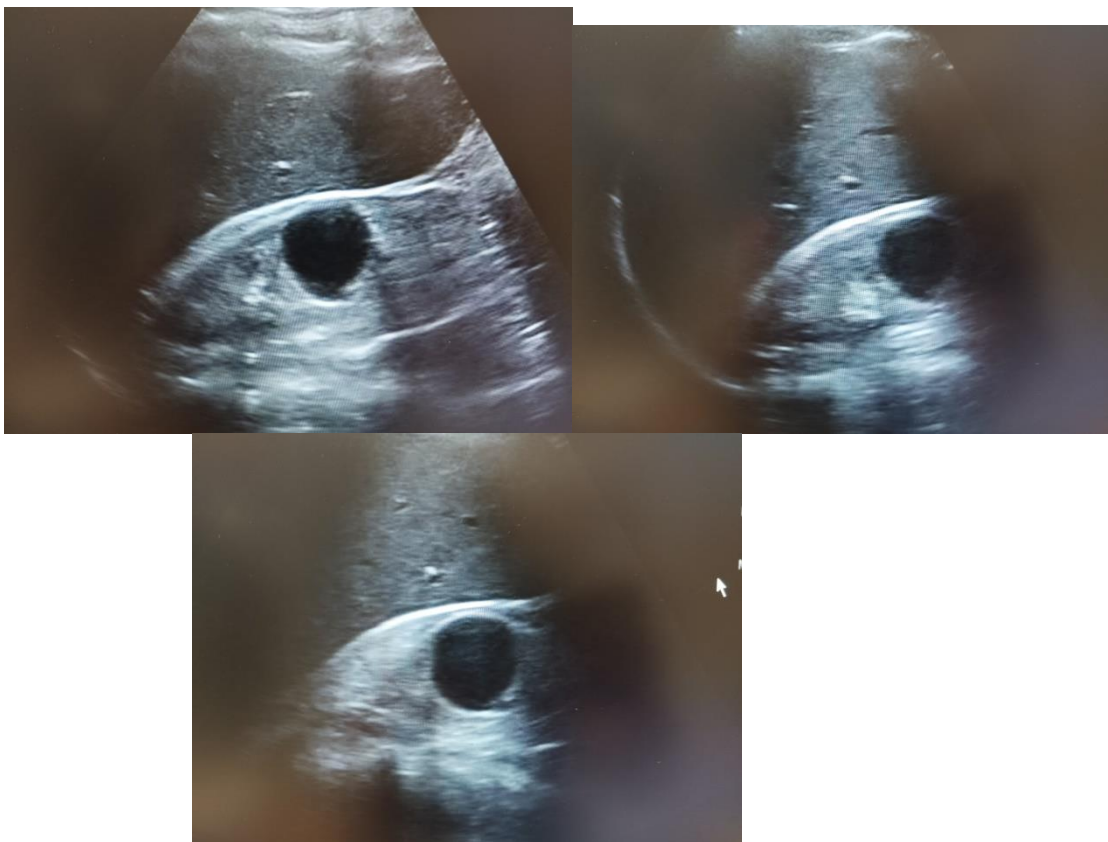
Ecografía renal, cortes transversos realizada en hospital.
